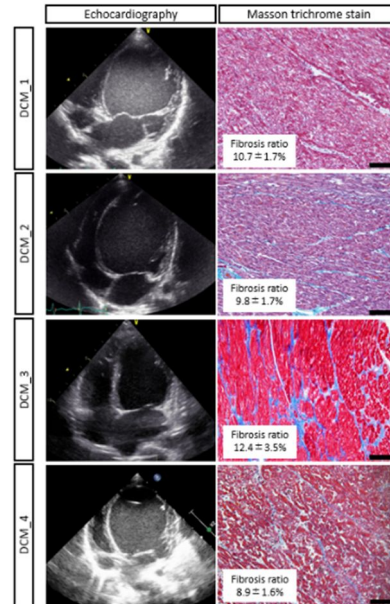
患者の臨床背景. 心エコー図(左)と心筋組織の Masson trichrome 染色像(右)
